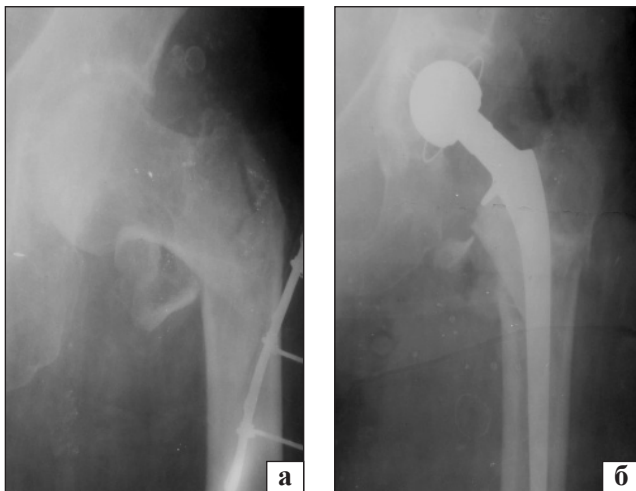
Рентгенограми хворої К., черезвертлюговий перелом лівої стегнової кістки зі зміщенням відламків: а) до операції; б) після тотального цементного ендопротезування лівого кульшового суглоба
